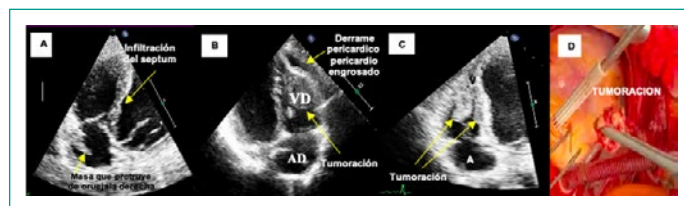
Ecocardiograma transtorácico. A. Proyección apical 4 camaras enfoque aurícula derecha. B. Proyección apical 3 camaras enfocado a ventriculo derecho. C. Apical 4 camaras enfocado a cavidades derechas. D. Pieza patología.
